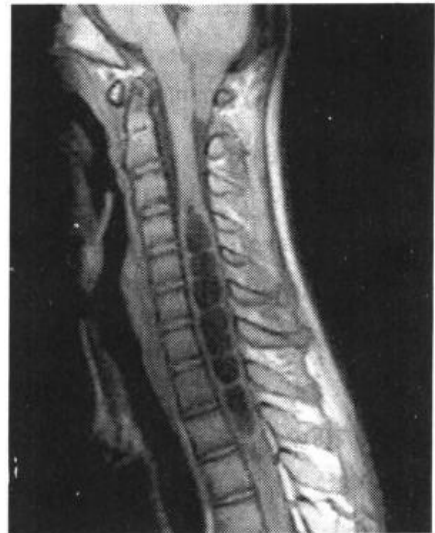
MRI 的 T1 加权相显示脊髓空洞症的低信号及合并 Arnold-Chiari 畸形
